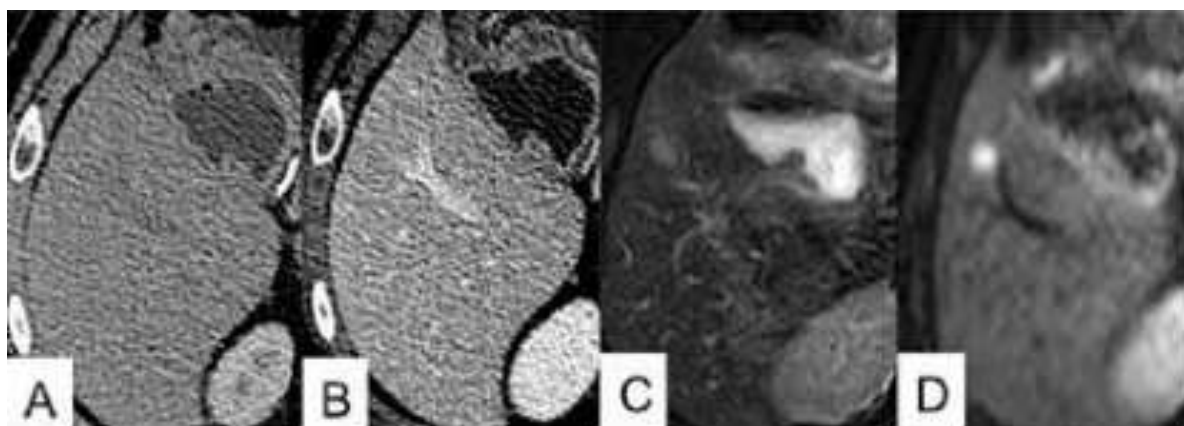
TDM hépatique aux temps artériel (A) et portal (B) et IRM hépatique pondérée en T2 (C) et en diffusion (D), réalisés dans le cadre du bilan d'extension d'une TNEP. Mise en évidence sur l'IRM de diffusion d'une métastase non visible en TDM [65].
